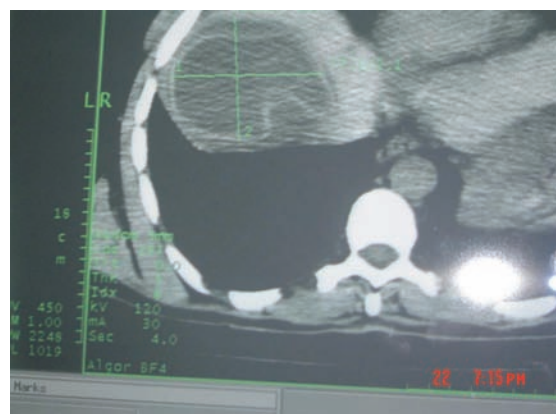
Томограмма печени эхинококковой кисти.
